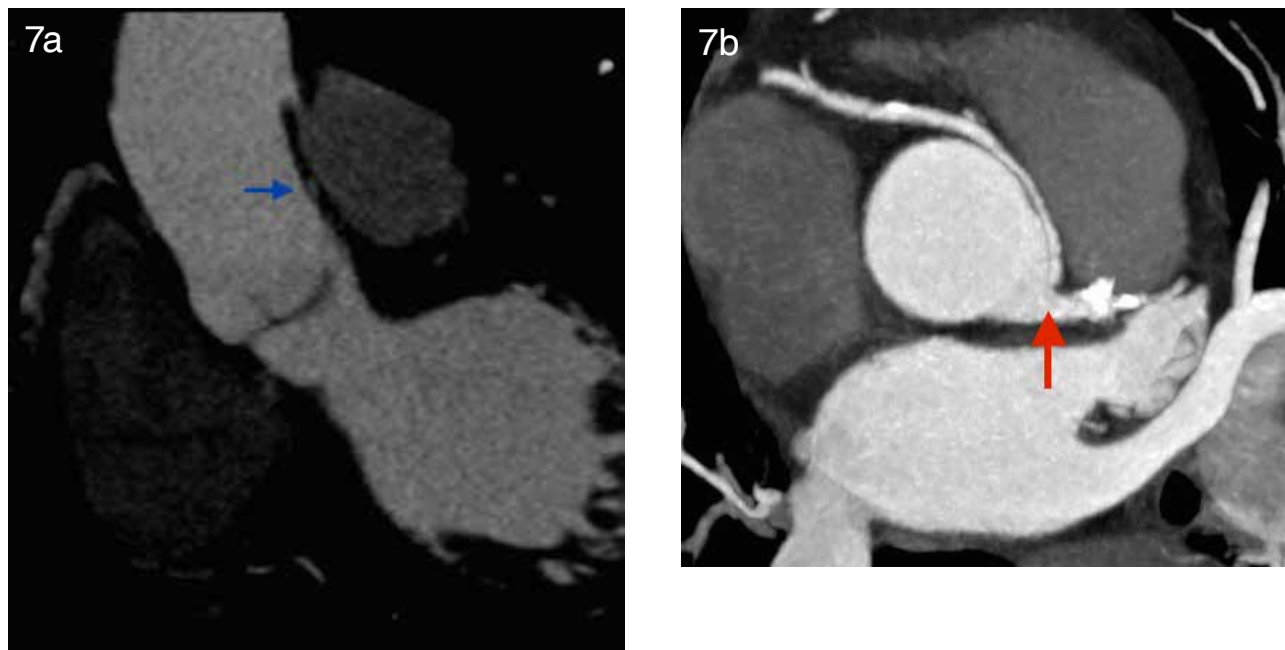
Paciente de 56 años. Diabético descompensado y nefropatía diabética. Se solicita estudio coronario. En el MPR de Angiotomografía de arterias coronarias, visto en la figura a, se idéntica la arteria coronaria derecha con trayecto interarterial, que muestra morfología elíptica (flecha azul), en estrecha relación con la pared aórtica, con una relación anómala entre sus ejes céfalo-caudal y transversal, compatible con segmento intramural. En el MPR axial, figura b, podemos ver de mejor forma un largo segmento intramural con un ángulo agudo entre el origen de la arteria coronaria y la aorta (flecha roja).
